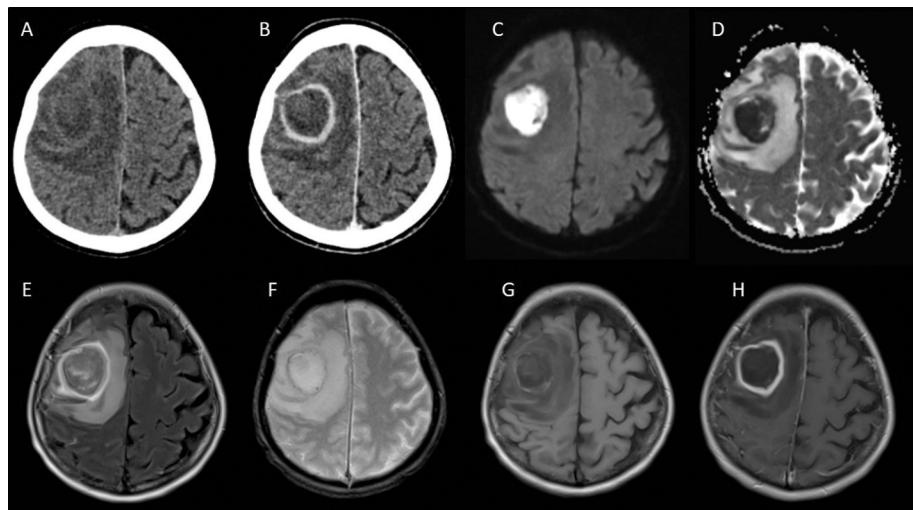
A Scanner cérébral sans (A) et avec (B) injection de produit de contraste et IRM cérébrale en séquences diffusion (C), cartographie ADC (D), FLAIR (E), T2 écho de gradient (G) et T1 avec gadolinium (H), révélant un abcès cérébral frontal droit.
